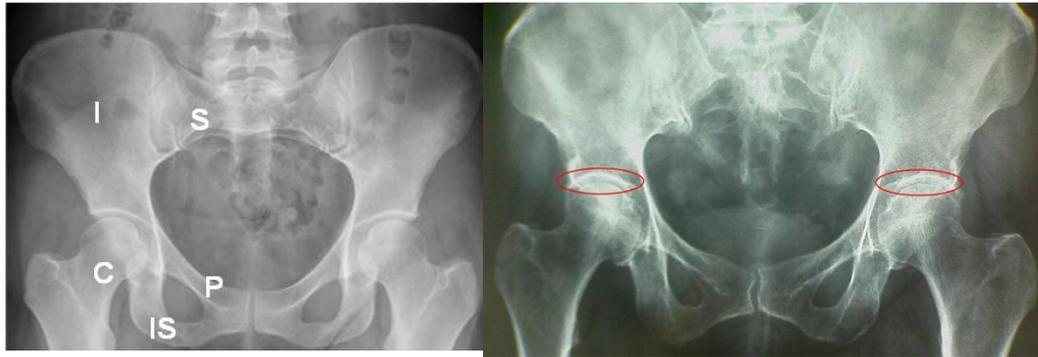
Radiografía de cadera Normal, Radiografía de cadera con artrosis
